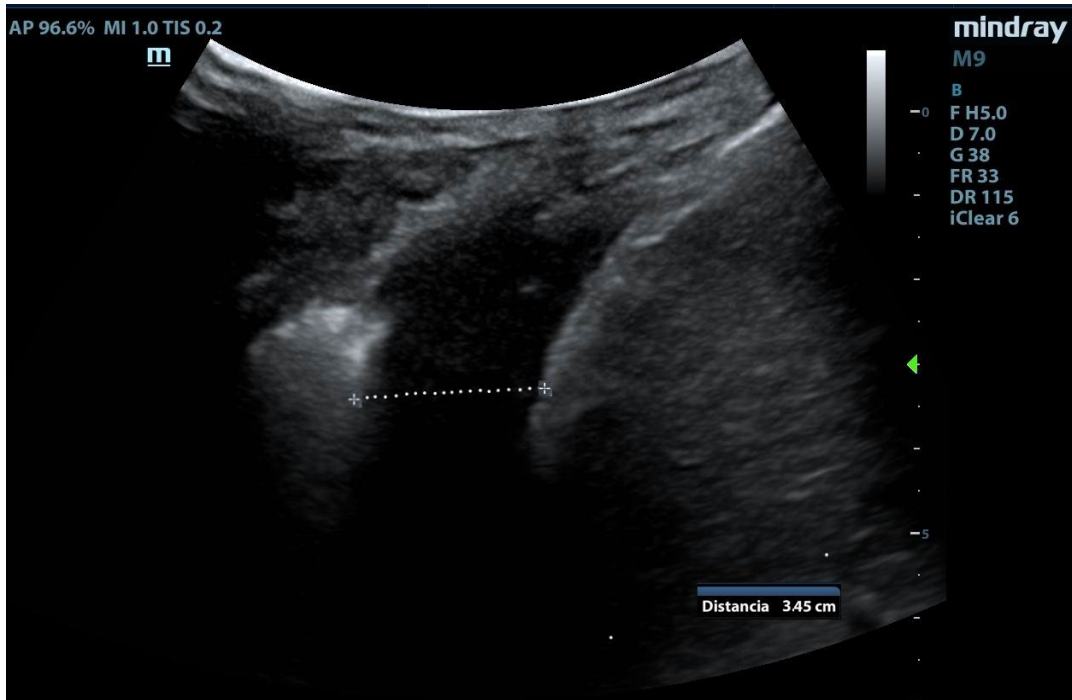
Ecografía pulmonar, eje coronal línea axilar. Medición del volumen del derrame pleural
